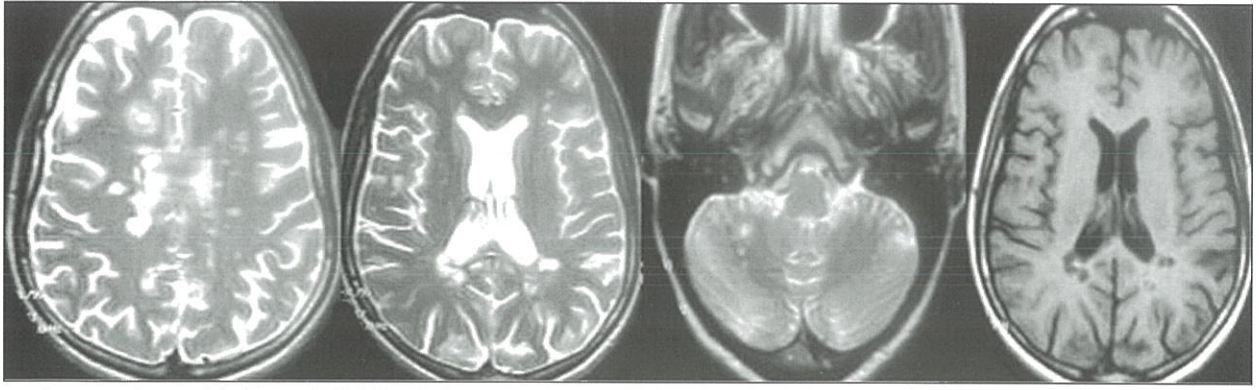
Beyin MRG'de jukstakortikal, periventriküler ve bilateral sentrum semiovalede FLAIR incelemelerde hiperintens, bir iki lezyonda minimal kontrastlanmanın olduğu multipl lezyonlar.
